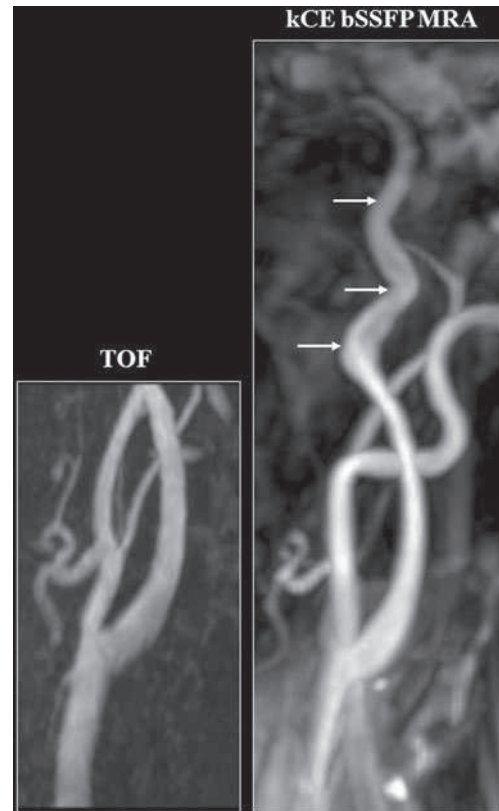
Distal intrapetrous ICA dysplasia demonstrated by unenhanced kCE bSSFP MRA (arrows) beyond the upper limit of the TOF coverage volume (also investigated with Doppler ultrasonography but not CTA)
